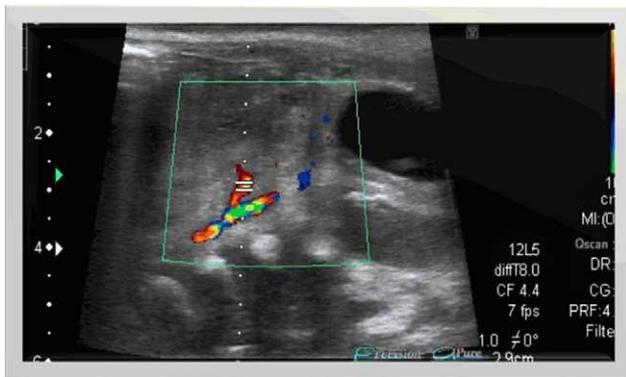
Imagen hiperecogénica indicativa de la trombosis del pseudoaneurisma tras la inyección percutánea de trombina. El doppler color pone de manifiesto el flujo persistente a nivel de la arteria iliaca.
